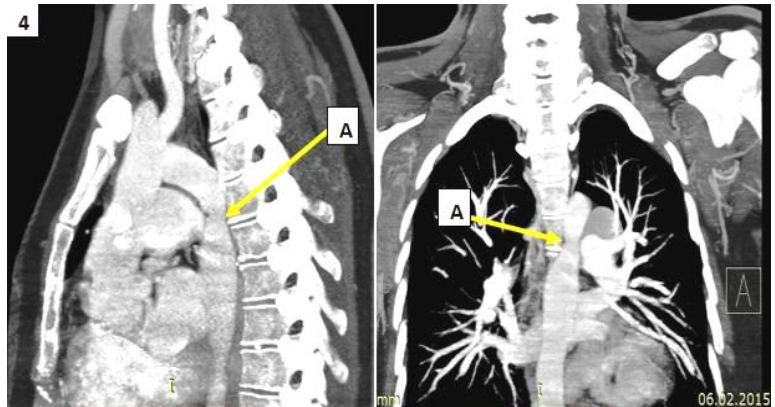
Скани МСКТ грудного відділу аорти (з контрастування) у хворої К., 1982 р.н. – пояснення в тексті
